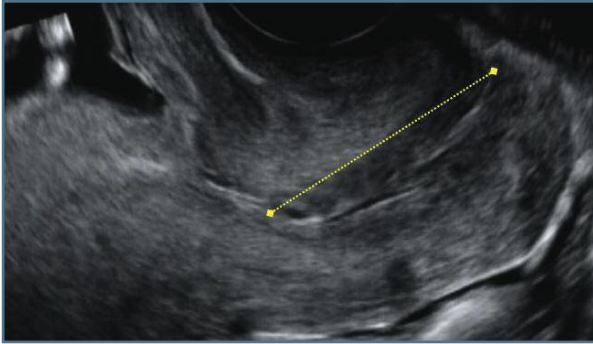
Medição correta do comprimento do colo através de ecografia transvaginal
